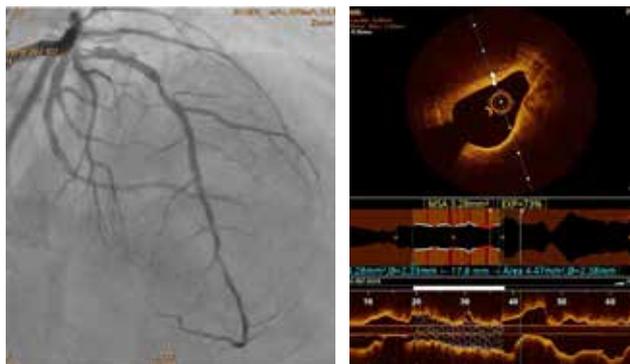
Coronariografía con ultrasonido intravascular.
